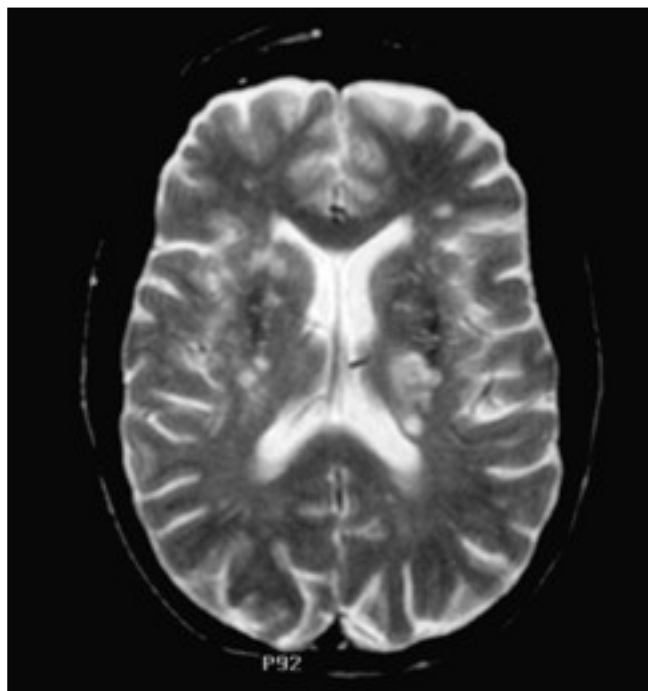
RM potenciada en T₂ donde se aprecia el infarto que afecta parcialmente al brazo posterior de la cápsula interna izquierda.
